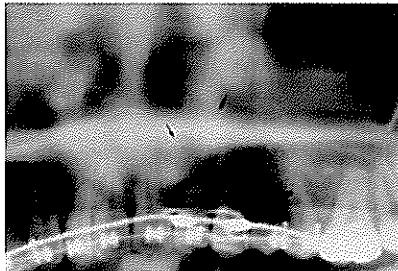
술후 방사선 사진. 재식 치아가 수혜부에 정확히 식립된 것을 볼 수 있다.
